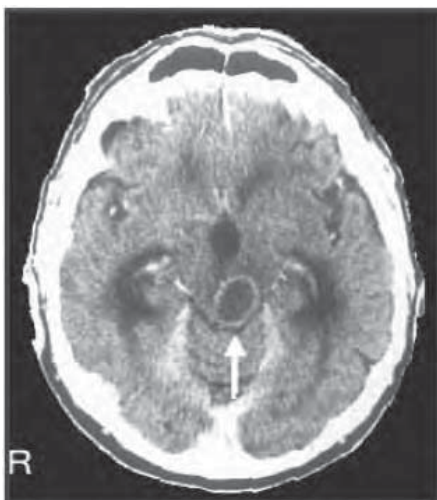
/4.- TAC de cráneo. Absceso de tronco encefálico.
